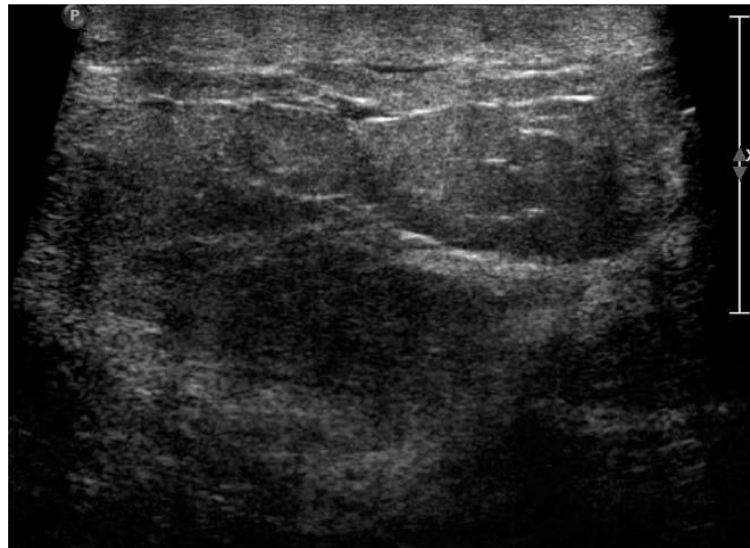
Mastite à un stade débutant. Échographie du sein droit :
